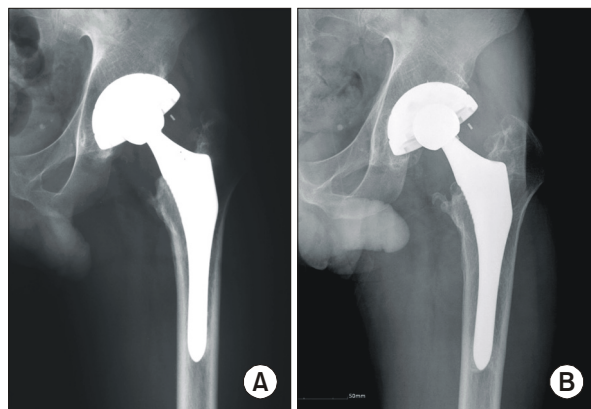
(A) Immediate postoperative radiograph of a 32 year old man who had a cementless metal on polyethylene THA is showed. (B) Postoperative 80 months radiograph shows osteolysis in Gruen zone I in the femoral side and DeLee and Charnley zone I in the acetabular side.
